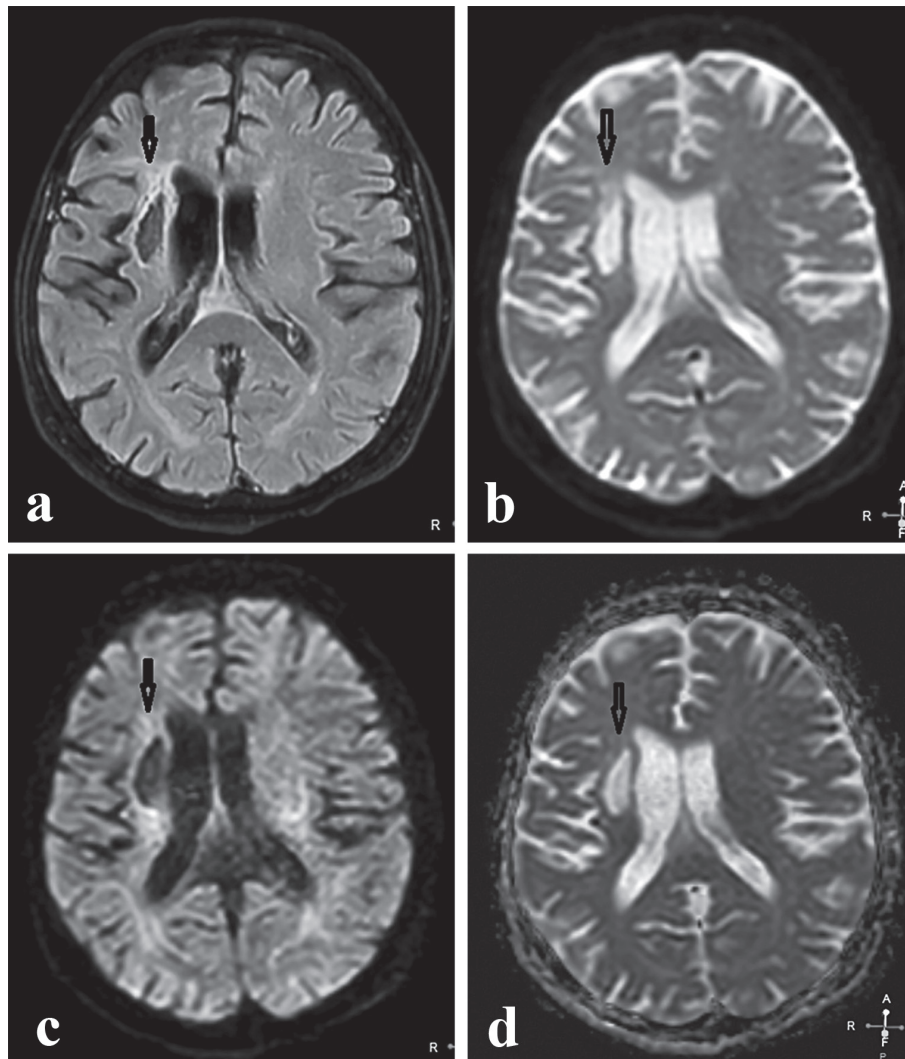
IRM cerebral în plan axial. Modificări post- ischemice tardive marcate de aparență diferită în diverse tehnici de scanare, a - tehnica FLAIR, sector cavitatar-gliotic în hiposemnal (săgeată lungă); b - tehnica DWI, factorul $b = 0$, sector cavitatar-gliotic în hipersemnal (săgeată lungă); c - tehnica DWI, factorul $b = 400$, sector cavitatar-gliotic în hiposemnal (săgeată lungă); d - tehnica DWI-ADC, sector cavitatar-gliotic în hipersemnal (săgeată lungă).
